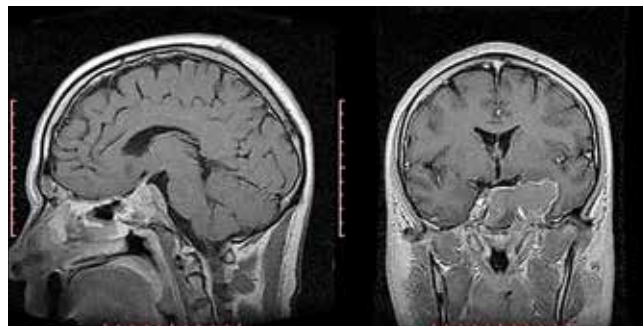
МРТ через месяц после оперативного вмешательства: продолженный рост опухоли гипофиза с выраженным латеро (s) селлярным распространением
